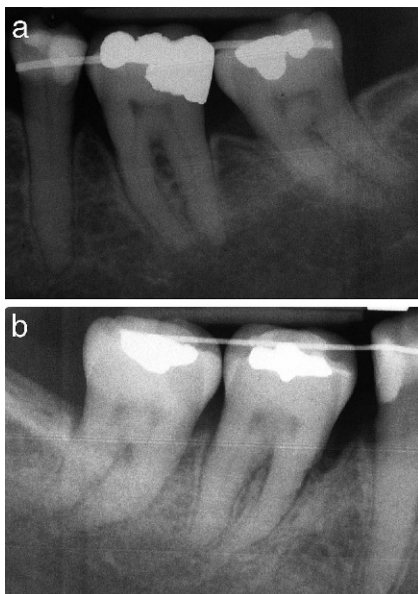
Periapical radiographs of mandibular molars 5 months into retention.
